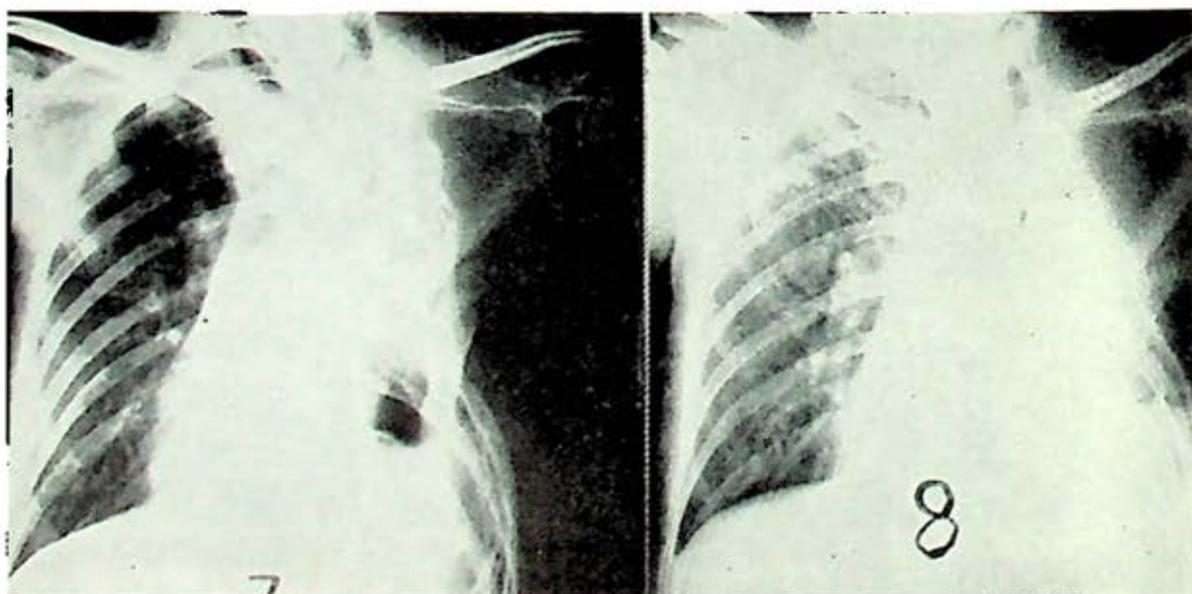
Teleradiografía que señala la reducción obtenida en la cavidad empiemática, antes de la administración de Rifamicina S.V.
